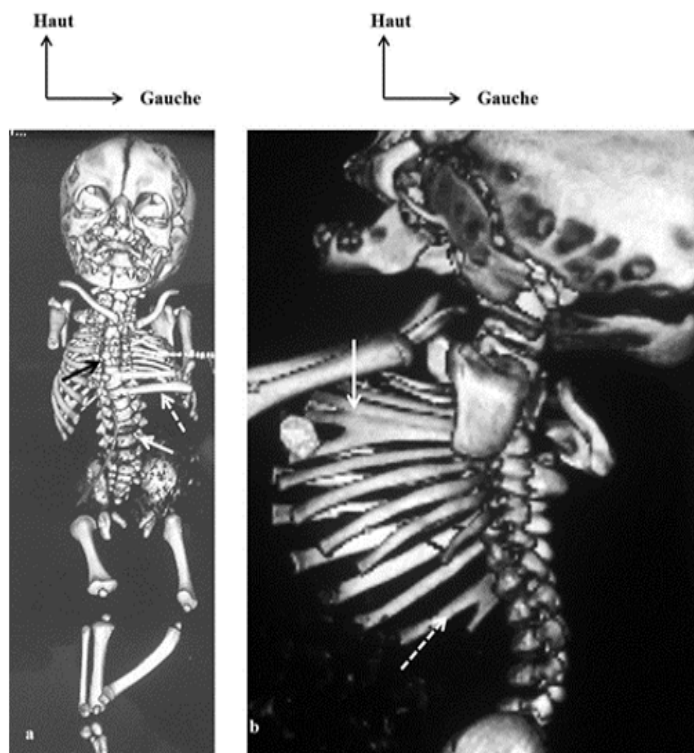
Reformation 3D TDM montrant sur une vue d'ensemble en a, une scoliose à convexité droite au niveau dorsal et gauche au niveau lombaire (flèches pleines) ainsi qu'un épaississement et une horizontalisation des cotes flottantes gauches (flèche creuse)
